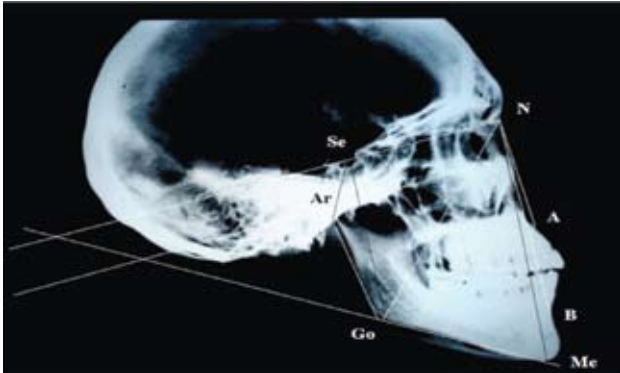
Фотография рентгенограммы черепа в боковой проекции с нанесенными ориентирами для анализа
